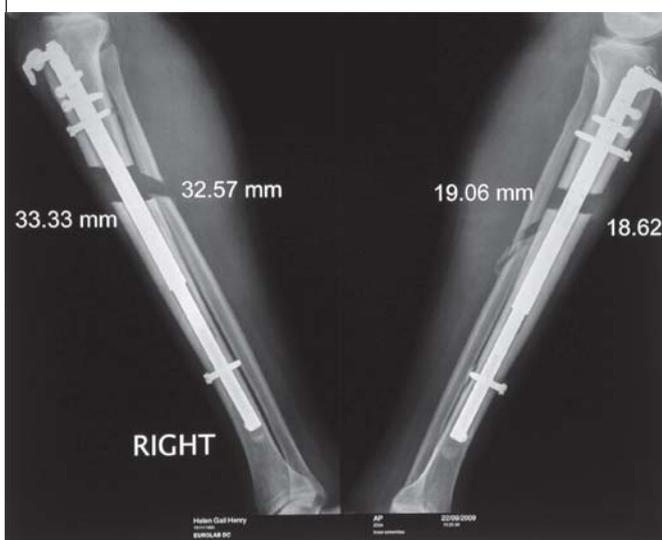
Пациентка Г. Рентгенограммы костей обеих голеней (боковая проекция) в процессе distraction
